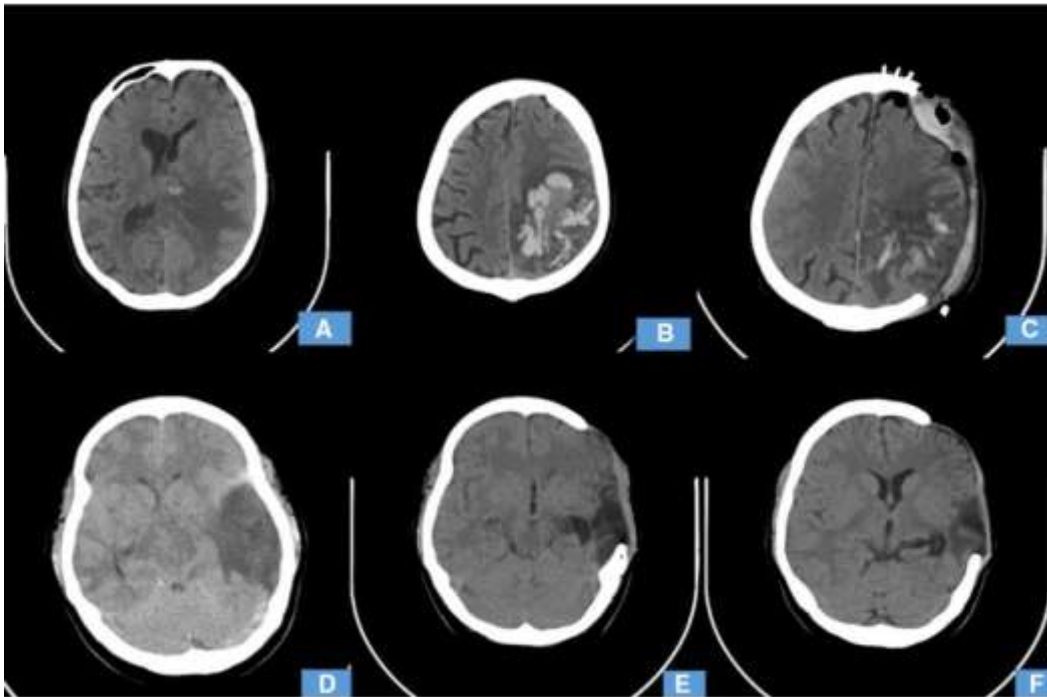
TDM cérébrale coupe axiale, a et b montre un infarctus hémorragique temporo-pariétal gauche avec effet de masse et déplacement de la ligne médiane ; c après craniectomie décompressive ; d montre un infarctus hémorragique temporo-pariétal gauche avec effet de masse et déplacement de la ligne médiane ; e et f après craniectomie décompressive. [17].
